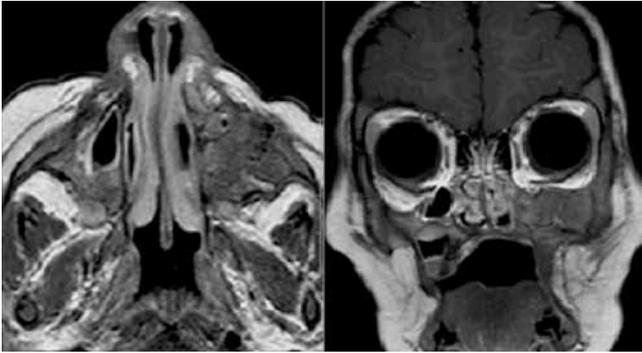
Imágenes de resonancia magnética en secuencia T1 con Gadolinio, en cortes axial y coronal que documentan recaída, en donde se observa tumor que ocupa seno maxilar izquierdo.
